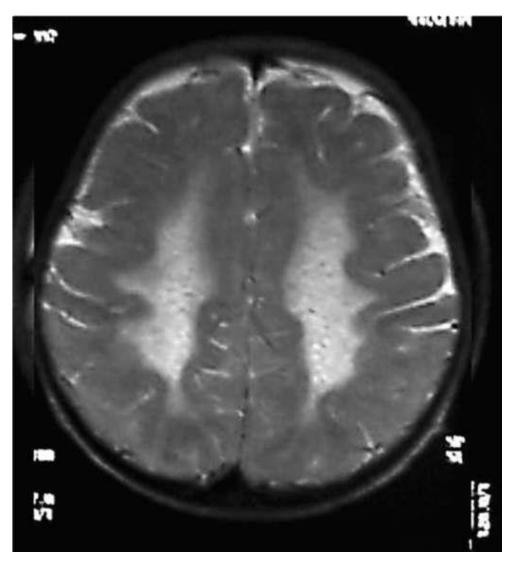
Магнитно-резонансная томография головного мозга при метахроматической лейкодистрофии. «Тигроидный» паттерн в перивентрикулярном белом веществе
